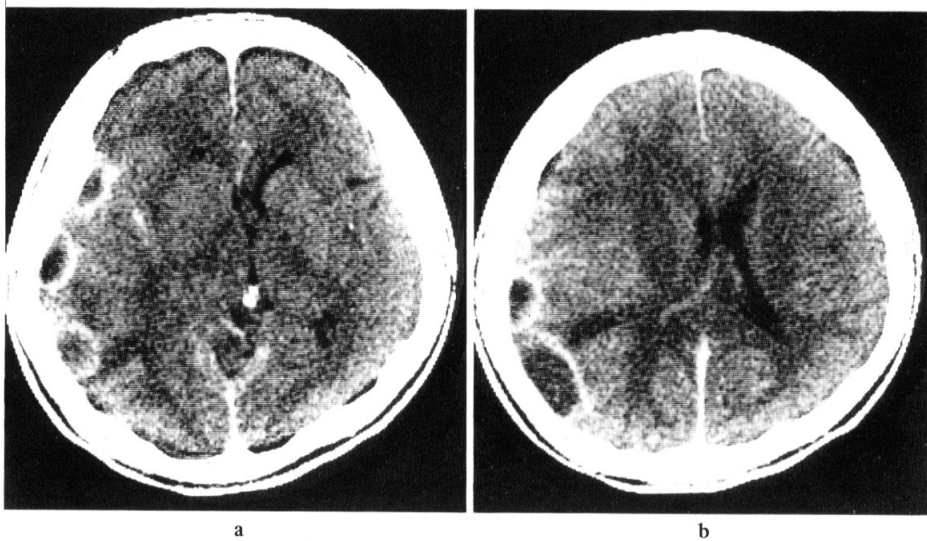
Contrast enhanced CT on the 30th day. Semicircular multiple subdural empyema are demonstrated with localized capsular formation. Note the irregular low-density area in the white matter of the left cerebral hemisphere, with compression of the ventricle and the midline shift.
